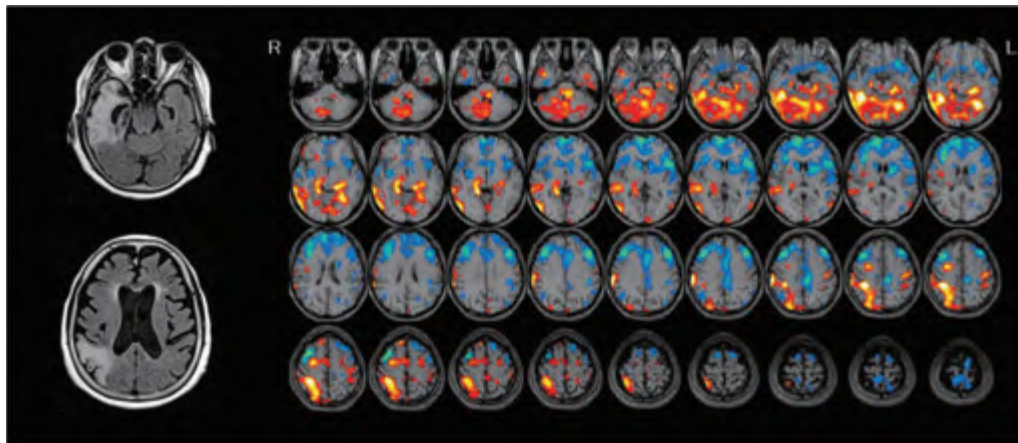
ヘルペス脳炎(71/F)の頭部MRI(T2/FLAIR)と脳血流SPECT(e-ZIS)
